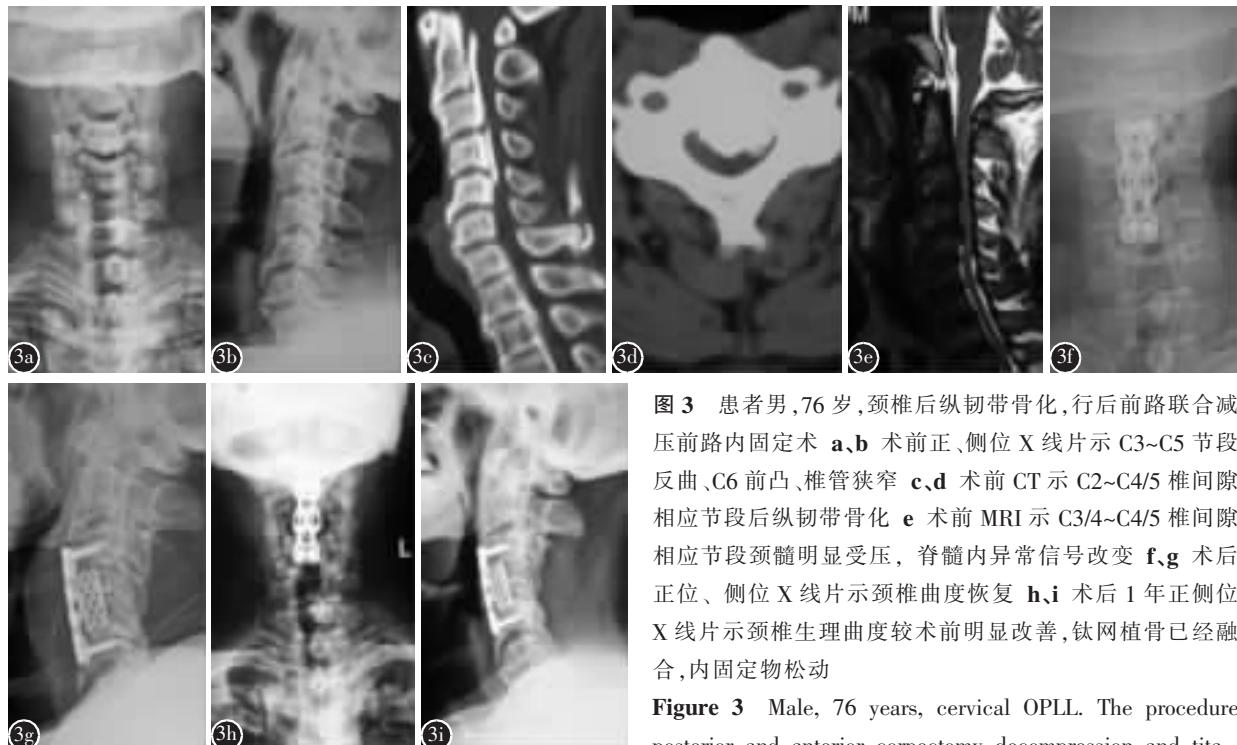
患者男,76岁,颈椎后纵韧带骨化,行后前路联合减压前路内固定术 a,b 术前正、侧位X线片示C3~C5节段反曲、C6前凸、椎管狭窄 c,d 术前CT示C2~C4/5椎间隙相应节段后纵韧带骨化 e 术前MRI示C3/4~C4/5椎间隙相应节段颈髓明显受压,脊髓内异常信号改变 f,g 术后正位、侧位X线片示颈椎曲度恢复 h,i 术后1年正侧位X线片示颈椎生理曲度较术前明显改善,钛网植骨已经融合,内固定物松动
